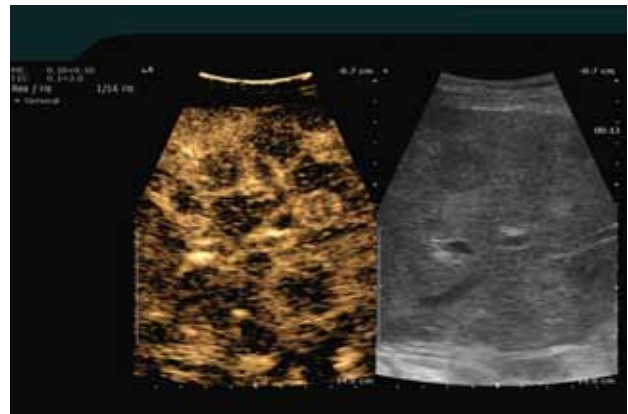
Эхограмма печени в внутривенным контрастированием (слева), количество визуализируемых метастазов больше, чем при УЗИ в В-режиме (справа)
